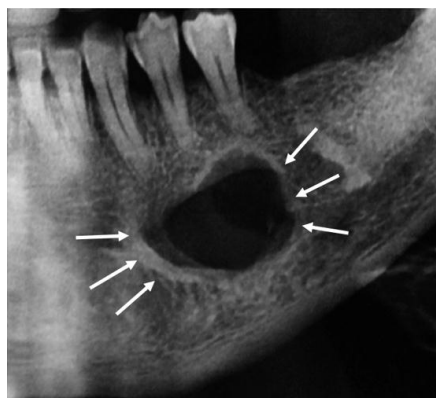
Radiografía panorámica que muestra una lesión bien definida, oval y radiolúcida por debajo del conducto dentario inferior izquierdo (7).
